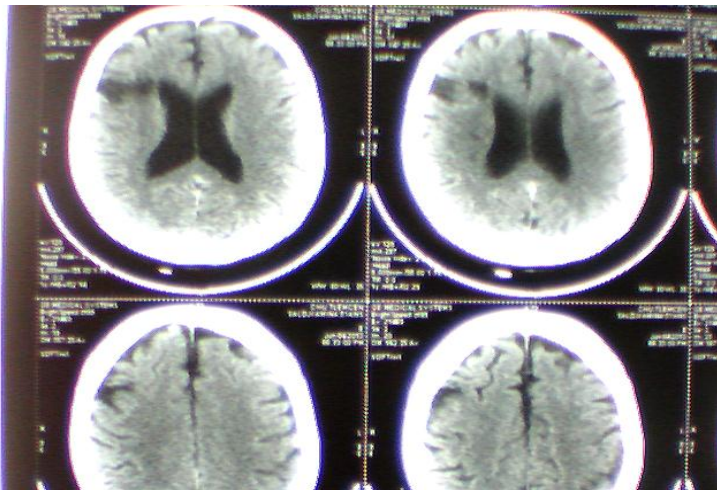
L'enregistrement d'image TDM sur un cliché de négatoscope à partir d'un flux vidéo
